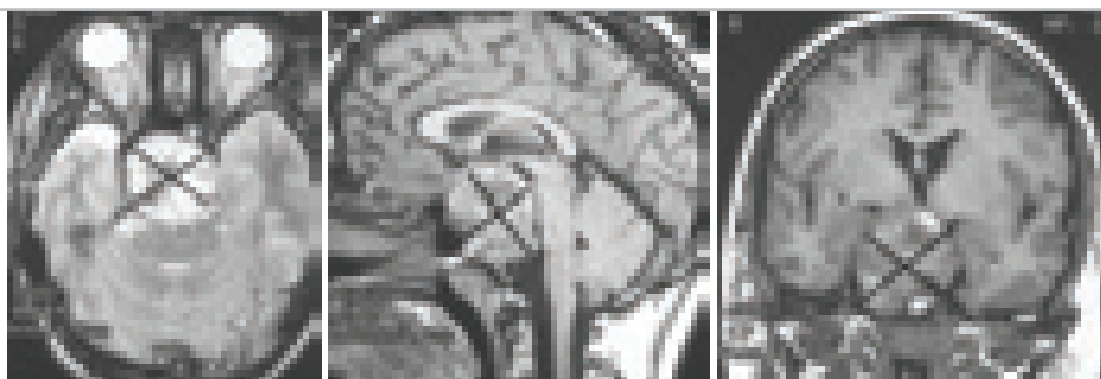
МРТ до повторной операции в связи с продолженным ростом. Селлярная хордома с поражением верхней и средней трети ската, срединного расположения и с интракраниальным ростом. Больной 15 лет.
